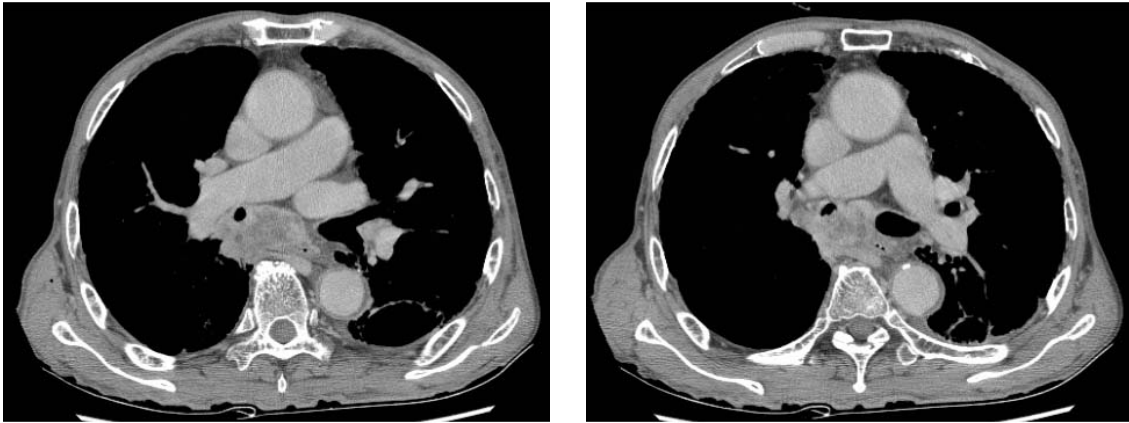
The chest CT showed heterogeneous enhancing mass at the subcarinal area and 2nd right main bronchial wall thickening.
